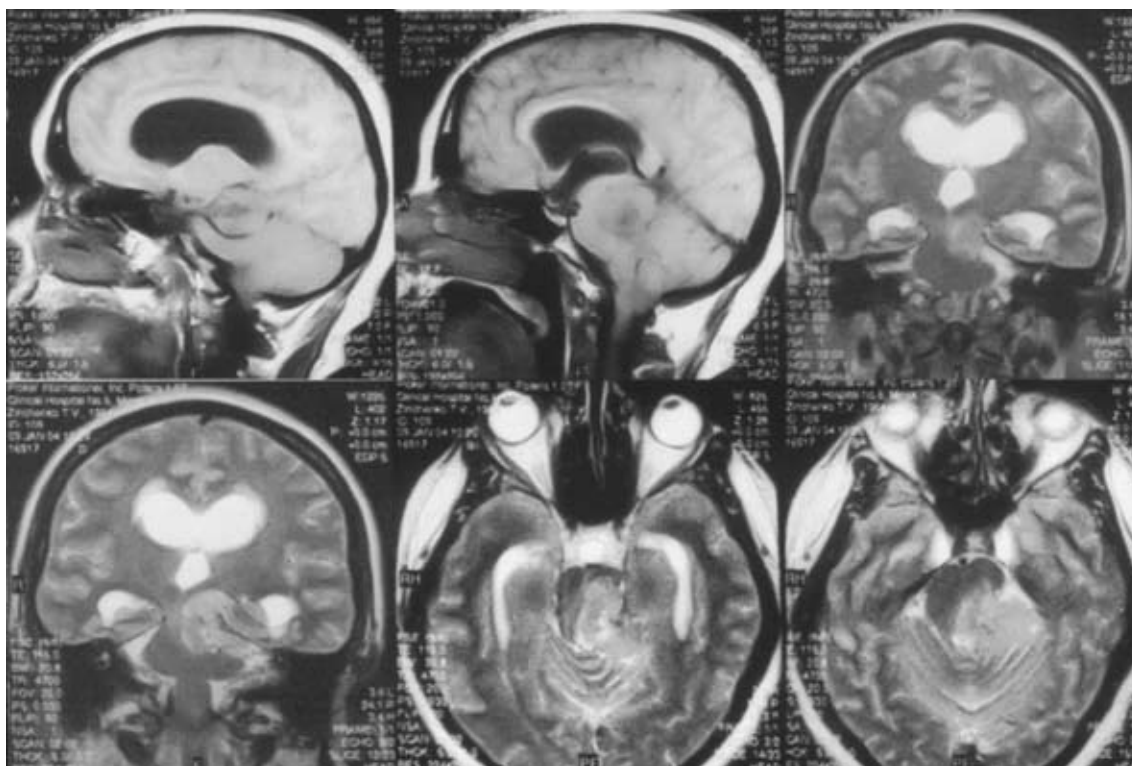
МРТ-картина менингиомы свободного края намета мозжечка латерального расположения
